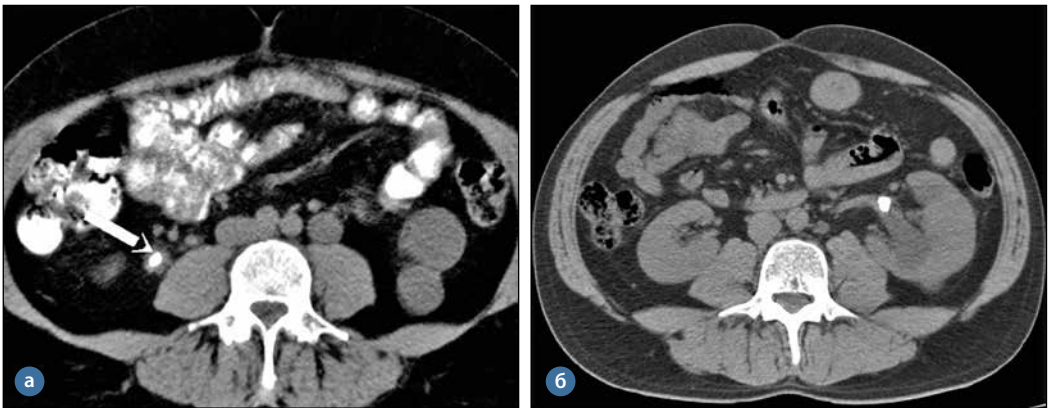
Комп'ютерна томограма: а – камінь нижньої третини правого сечоводу; б – камінь проксимального відділу лівого сечоводу
